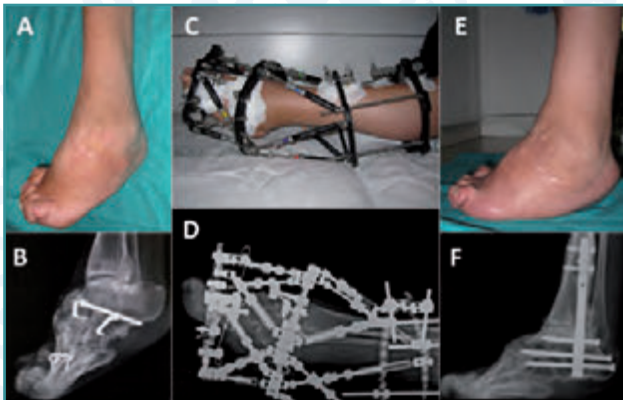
Arthrodesis de tobillo en dos tiempos en un paciente con enfermedad neurológica congénita de Charcot-Marie-Tooth. A) Deformidad neurológica del tobillo y retropié en equino-varo-adocto. B) Radiografía lateral donde se aprecia el importante equinismo y la afectación del tobillo. C) Colocación de un fijador circular (Taylor Spatial Frame®. Smith & Nephew) para la corrección gradual de la deformidad. D) Imagen radiológica con el fijador colocado. E) Posición final del tobillo tras la artrodesis de tobillo en un segundo tiempo. F) Radiografía lateral con la artrodesis tibiotalocalcánea consolidada en una correcta posición mediante un clavado retrógrado.
